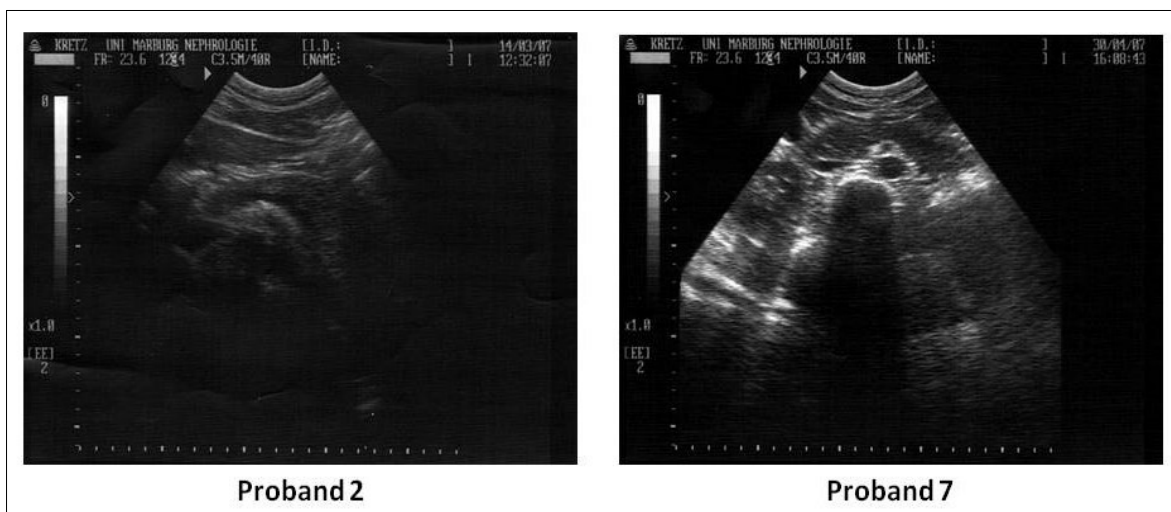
Beispiele der transabdominellen Sonographie des Pankreas im Rahmen der Voruntersuchung
